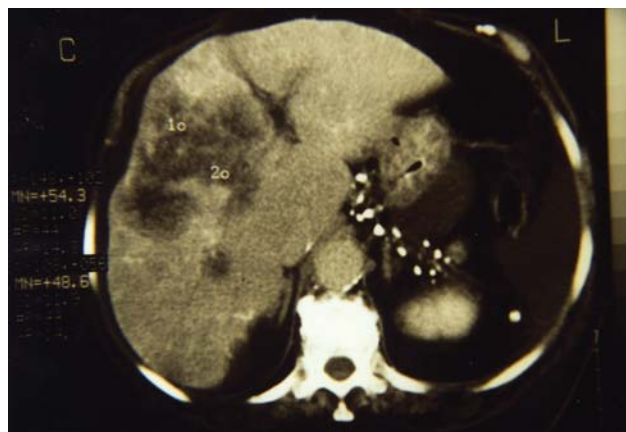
TAC abdominal revelando hepatomegalia multinodular com alguns nódulos confluentes, baço atrófico e várias imagens hiperdensas intra-hepáticas, intra-esplênicas e nos gânglios dos respectivos hilos
